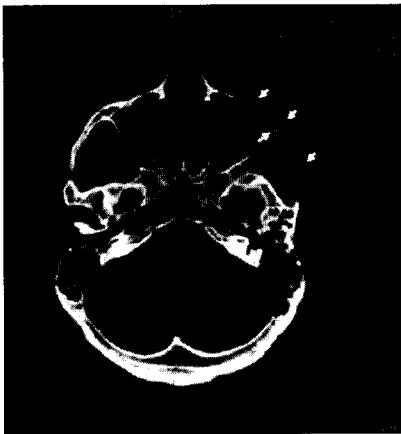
Preoperative CT scan (axial and coronal view); arrows indicate the lesion. Ground glass-like hypodense bony lesion demonstrates destruction of the left maxilla.
